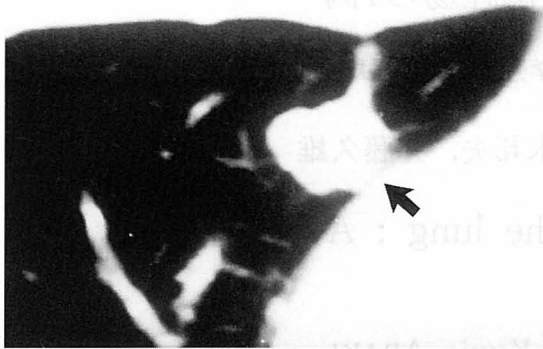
胸部CT：右下肺野に径約1.0cmのcoin lesionを認める(矢印).
